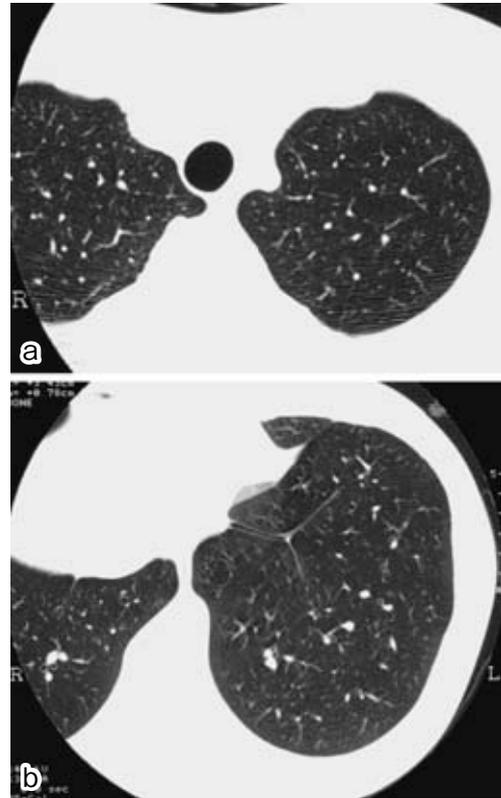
Chest CT scan show no abnormal findings 7 days after exposure (case 1).
